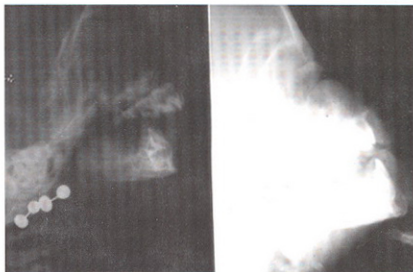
Radiografías pre y post operatorias. Se observan la diferencia de la columna aérea y la proyección de los incisivos de la mandíbula en relación con los del maxilar superior, luego de 53 días de tratamiento.
